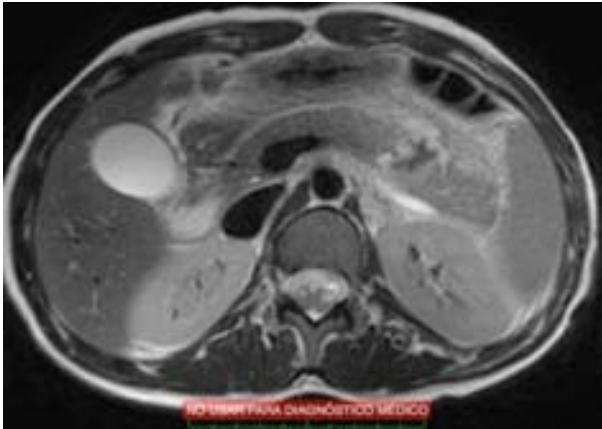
Resonancia Nuclear Magnética.
